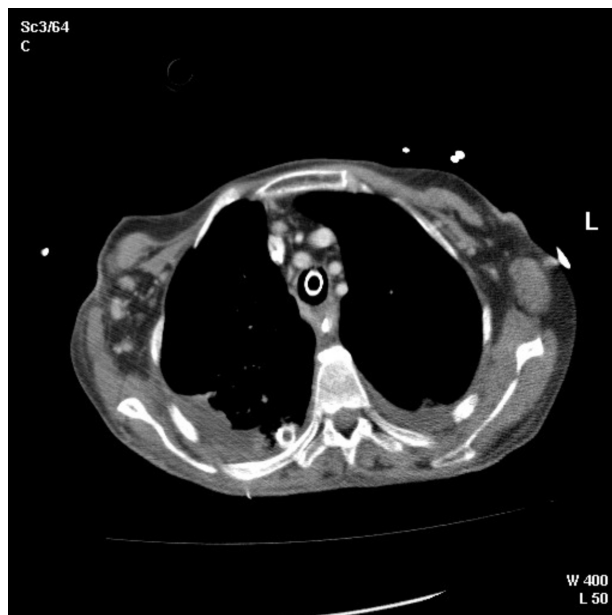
Caso n. 2 - Ai controlli TC eseguiti durante il decorso si riscontrano linfonodi modestamente ingrossati in un mediastino leggermente edematoso senza segni indiretti di insufficienza della trachea. Drenaggio toracico destro in presenza di versamento pleurico e di atelettasie.
